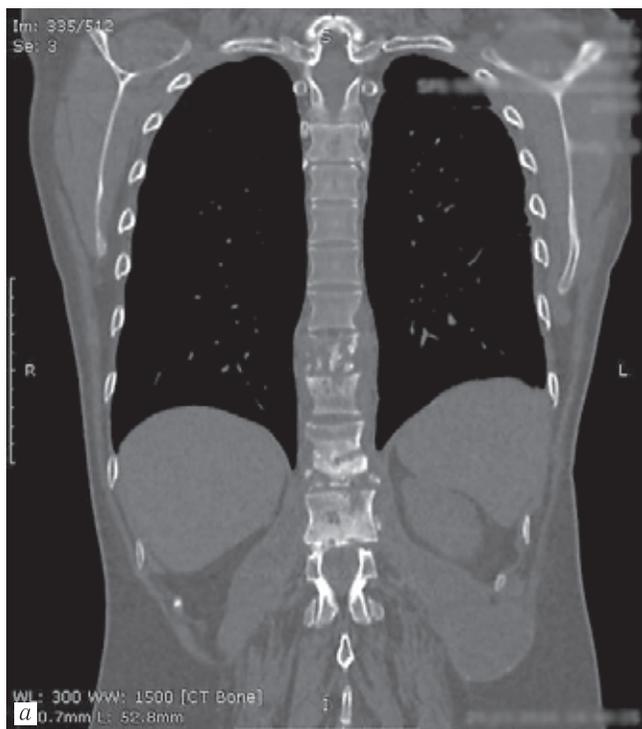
Компьютерная томография больной К.: а — прямая проекция; б — боковая проекция; имеется прогрессирование туберкулезного спондилита в груднопоясничном отделе позвоночника (тела позвонков Th_{VIII}–X и Th_{XII} и L_I)
